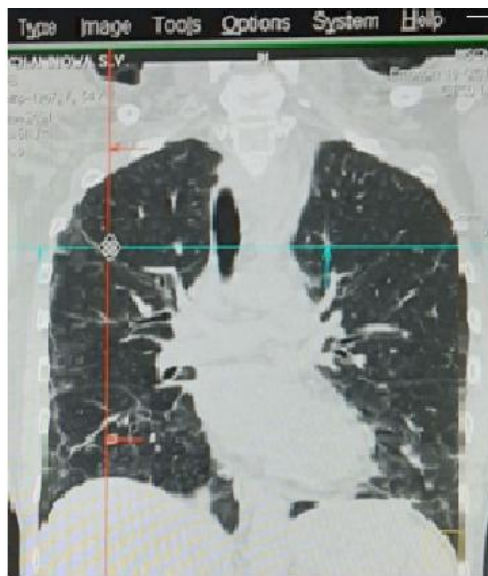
Компьютерная томография пациентки с загрудинным зобом, осложненным компрессионным синдромом. На рисунке можно отметить расширение предне-верхнего средостения. Слева увеличенная тень округлой формы, смещающая трахею вправо (девиация).
